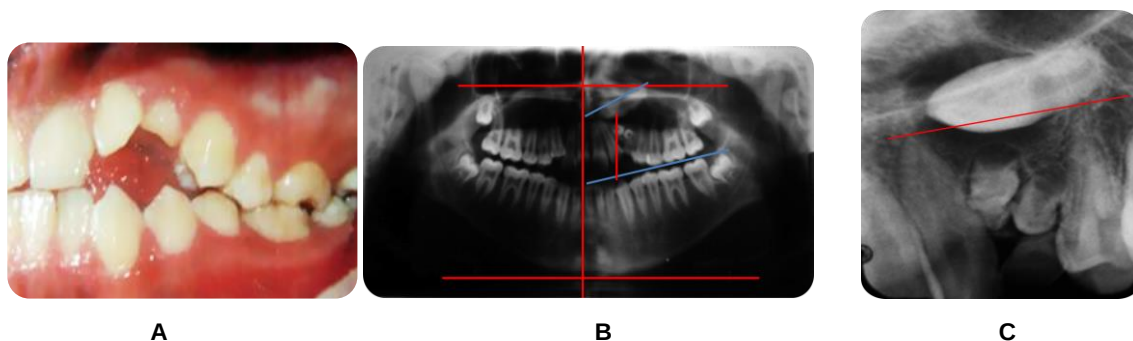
Posición inicial del diente incluido 23. A. Fotografía intraoral presencia diente 63; B. Radiografía panorámica; C. Radiografía periapical.
